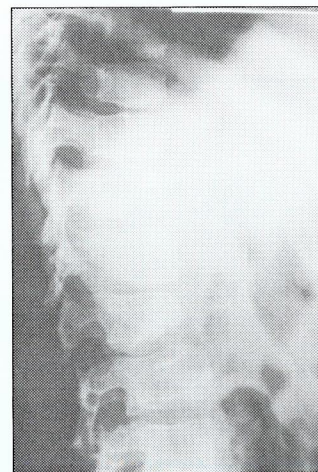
Radiografia da coluna: platisspondilia; aguçamento do bordo anterior do planalto inferior dos corpos vertebrais dorsais inferiores e lombares superiores; alteração do alinhamento anterior dos corpos vertebrais dorsais inferiores com recuo de dois deles
